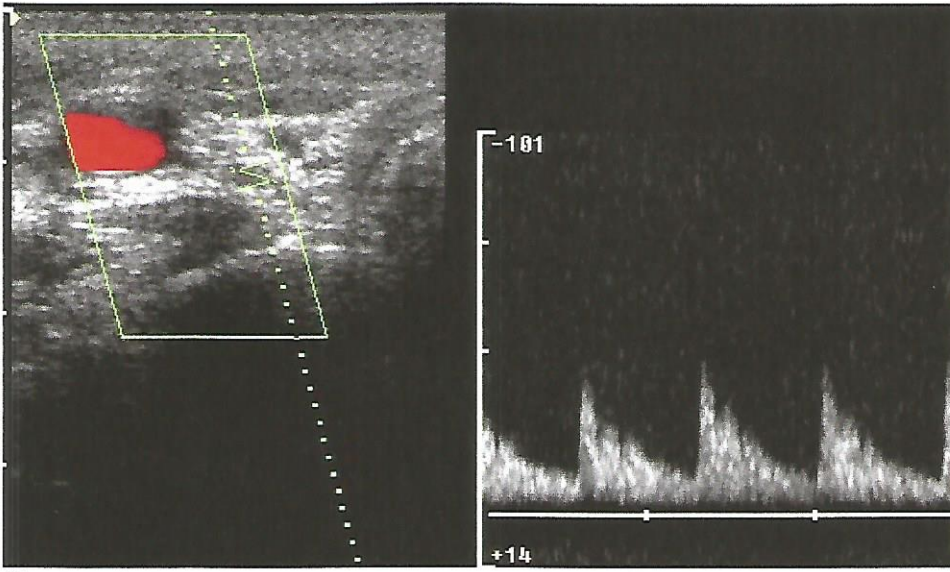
Klinik olarak hipertiroidisi bulunan Hashimoto olgusunun sağ lobuna yönelik yapılan longitudinal düzlendeki B-Mode US tetkikinde (A), glandın normalden bir miktar büyük olduğu, zemin parenkim ekojenitesinin normale göre bir miktar azaldığı ve inhomojen olduğu dikkati çekmektedir. Yine bu olguda psödonodüler patern tabloya eşlik etmektedir. Aynı olguda sağ loba yönelik aksiyel düzlemde elde olunan renkli Doppler US görüntüsünde (B), normalden az sayıdaki vasküler kodlanmanın varlığı dikkati çekmektedir. Aynı olgunun İTA'dan yapılan spektral analizinde (C), pik sistolik hız 45 cm/sn ölçülmüştür.
